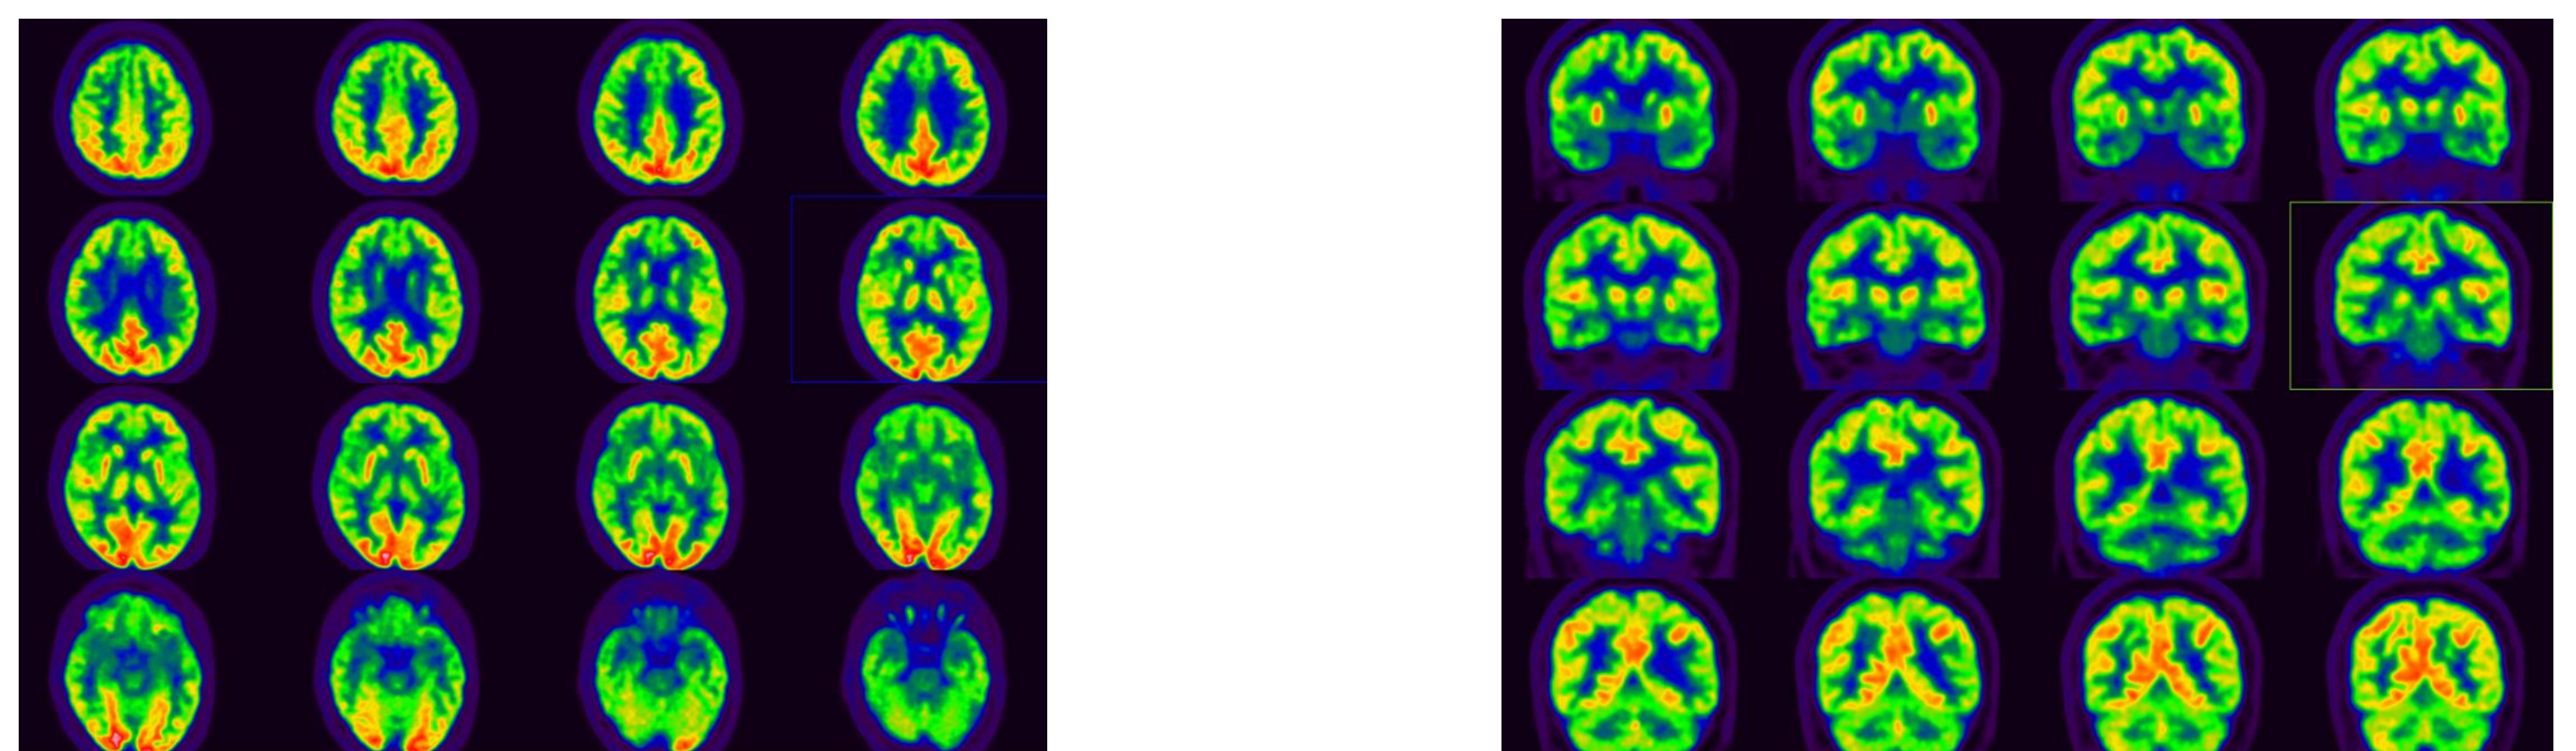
Cortes axiales (izquierda) y coronales (derecha) de PET metabolismo cerebral. Se aprecia una disminución del metabolismo de la corteza cingular anterior y frontal de forma extensa en ambos hemisferios. Patrón compatible con demencia frontotemporal de tipo conductual.
